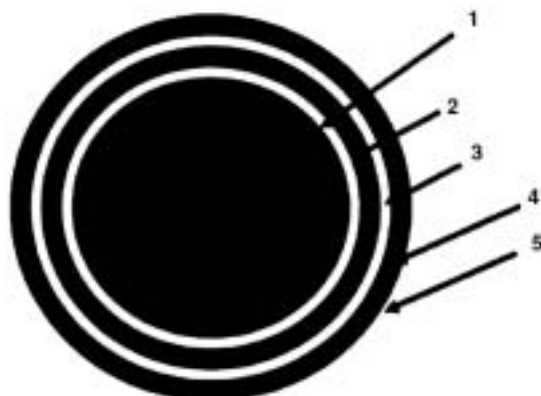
Descripción de las capas observadas en la endosonografía rectal. 1: Interfase balón mucosa. 2: Mucosa y musculares de la mucosa. 3: Submucosa. 4: Muscular propia. 5: Interfase entre muscular propia y tejido perirrectal o serosa.
